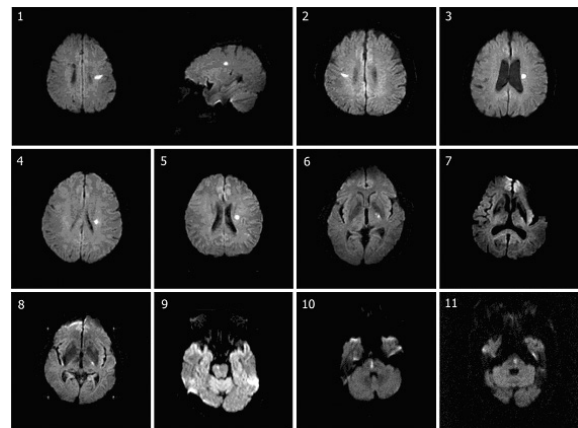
Diffusion-weighted MR images in the subjects 1-11. They showed small recent infarcts in the centrum semiovale, corona radiata, internal capsule, and basis pontis.
